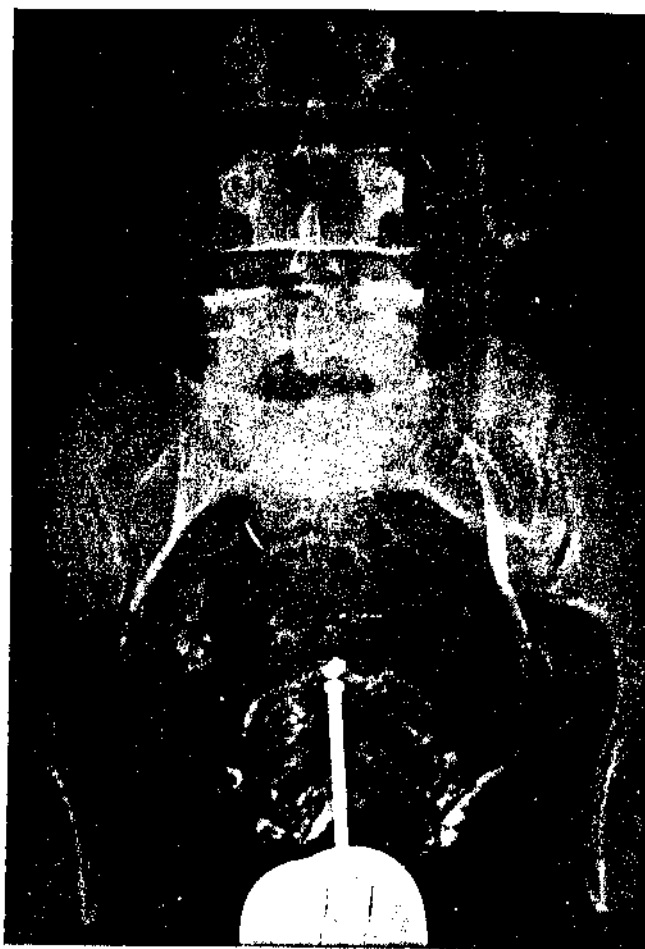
Flebografia p lvica: 2^a radiografia - Estase.
